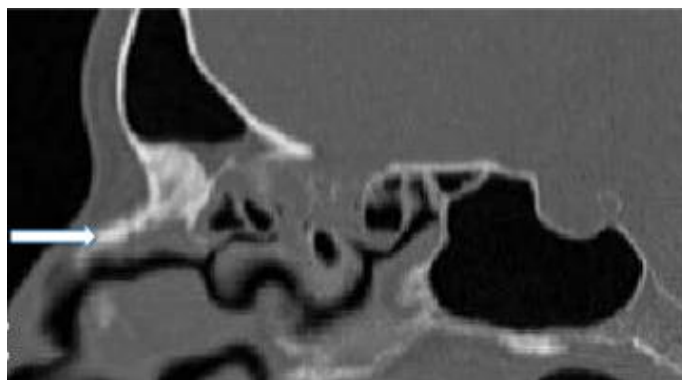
Avaliação por tomografia computadorizada de nariz e seios da face, corte coronal. Paciente apresenta perfuração septal e atrofia de cornetos inferiores e médios.
